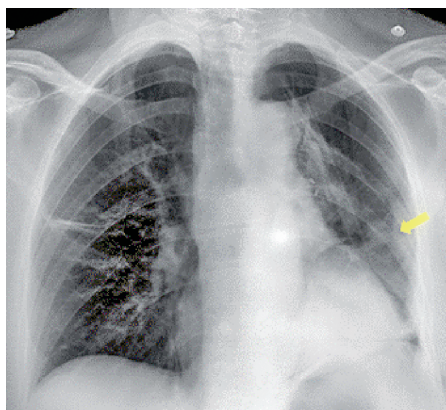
Рентгенография органов грудной клетки в задней прямой проекции в положении сидя. Линейные участки консолидации в области резекции левого легкого, характерные для дисковидных ателектазов (желтая стрелка) (фото из архива авторов)
